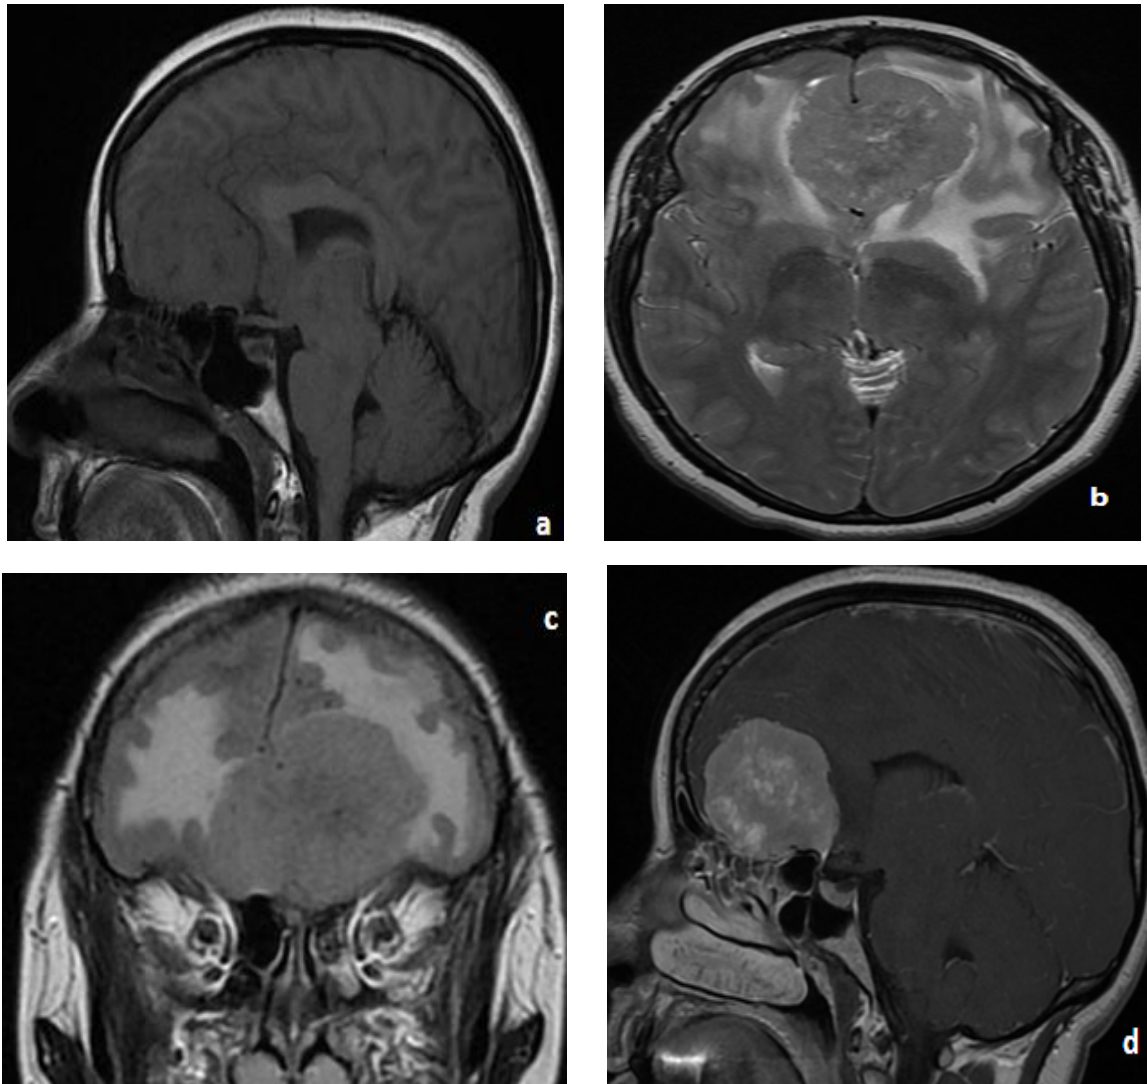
IRM cérébrale mettant en évidence un processus tumoral tissulaire extra-axial sous-arachnoïdien se développant au niveau de la base du crâne. Il est isointense en T1 (a), T2 (b), et FLAIR (c), se rehausse de façon intense (d). Il est entouré d'un important œdème périlésionnel. L'aspect radiologique est évocateur d'un méningiome. [Service d'anatomie pathologique- CHU Hassan II de Fès].
